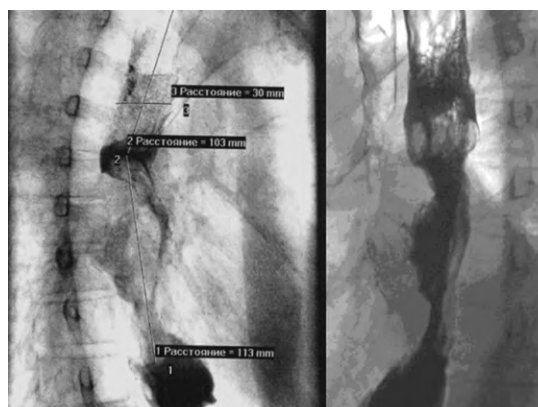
Рентгенодиагностика опухоли пищевода и пищеводно-бронхиального свища
